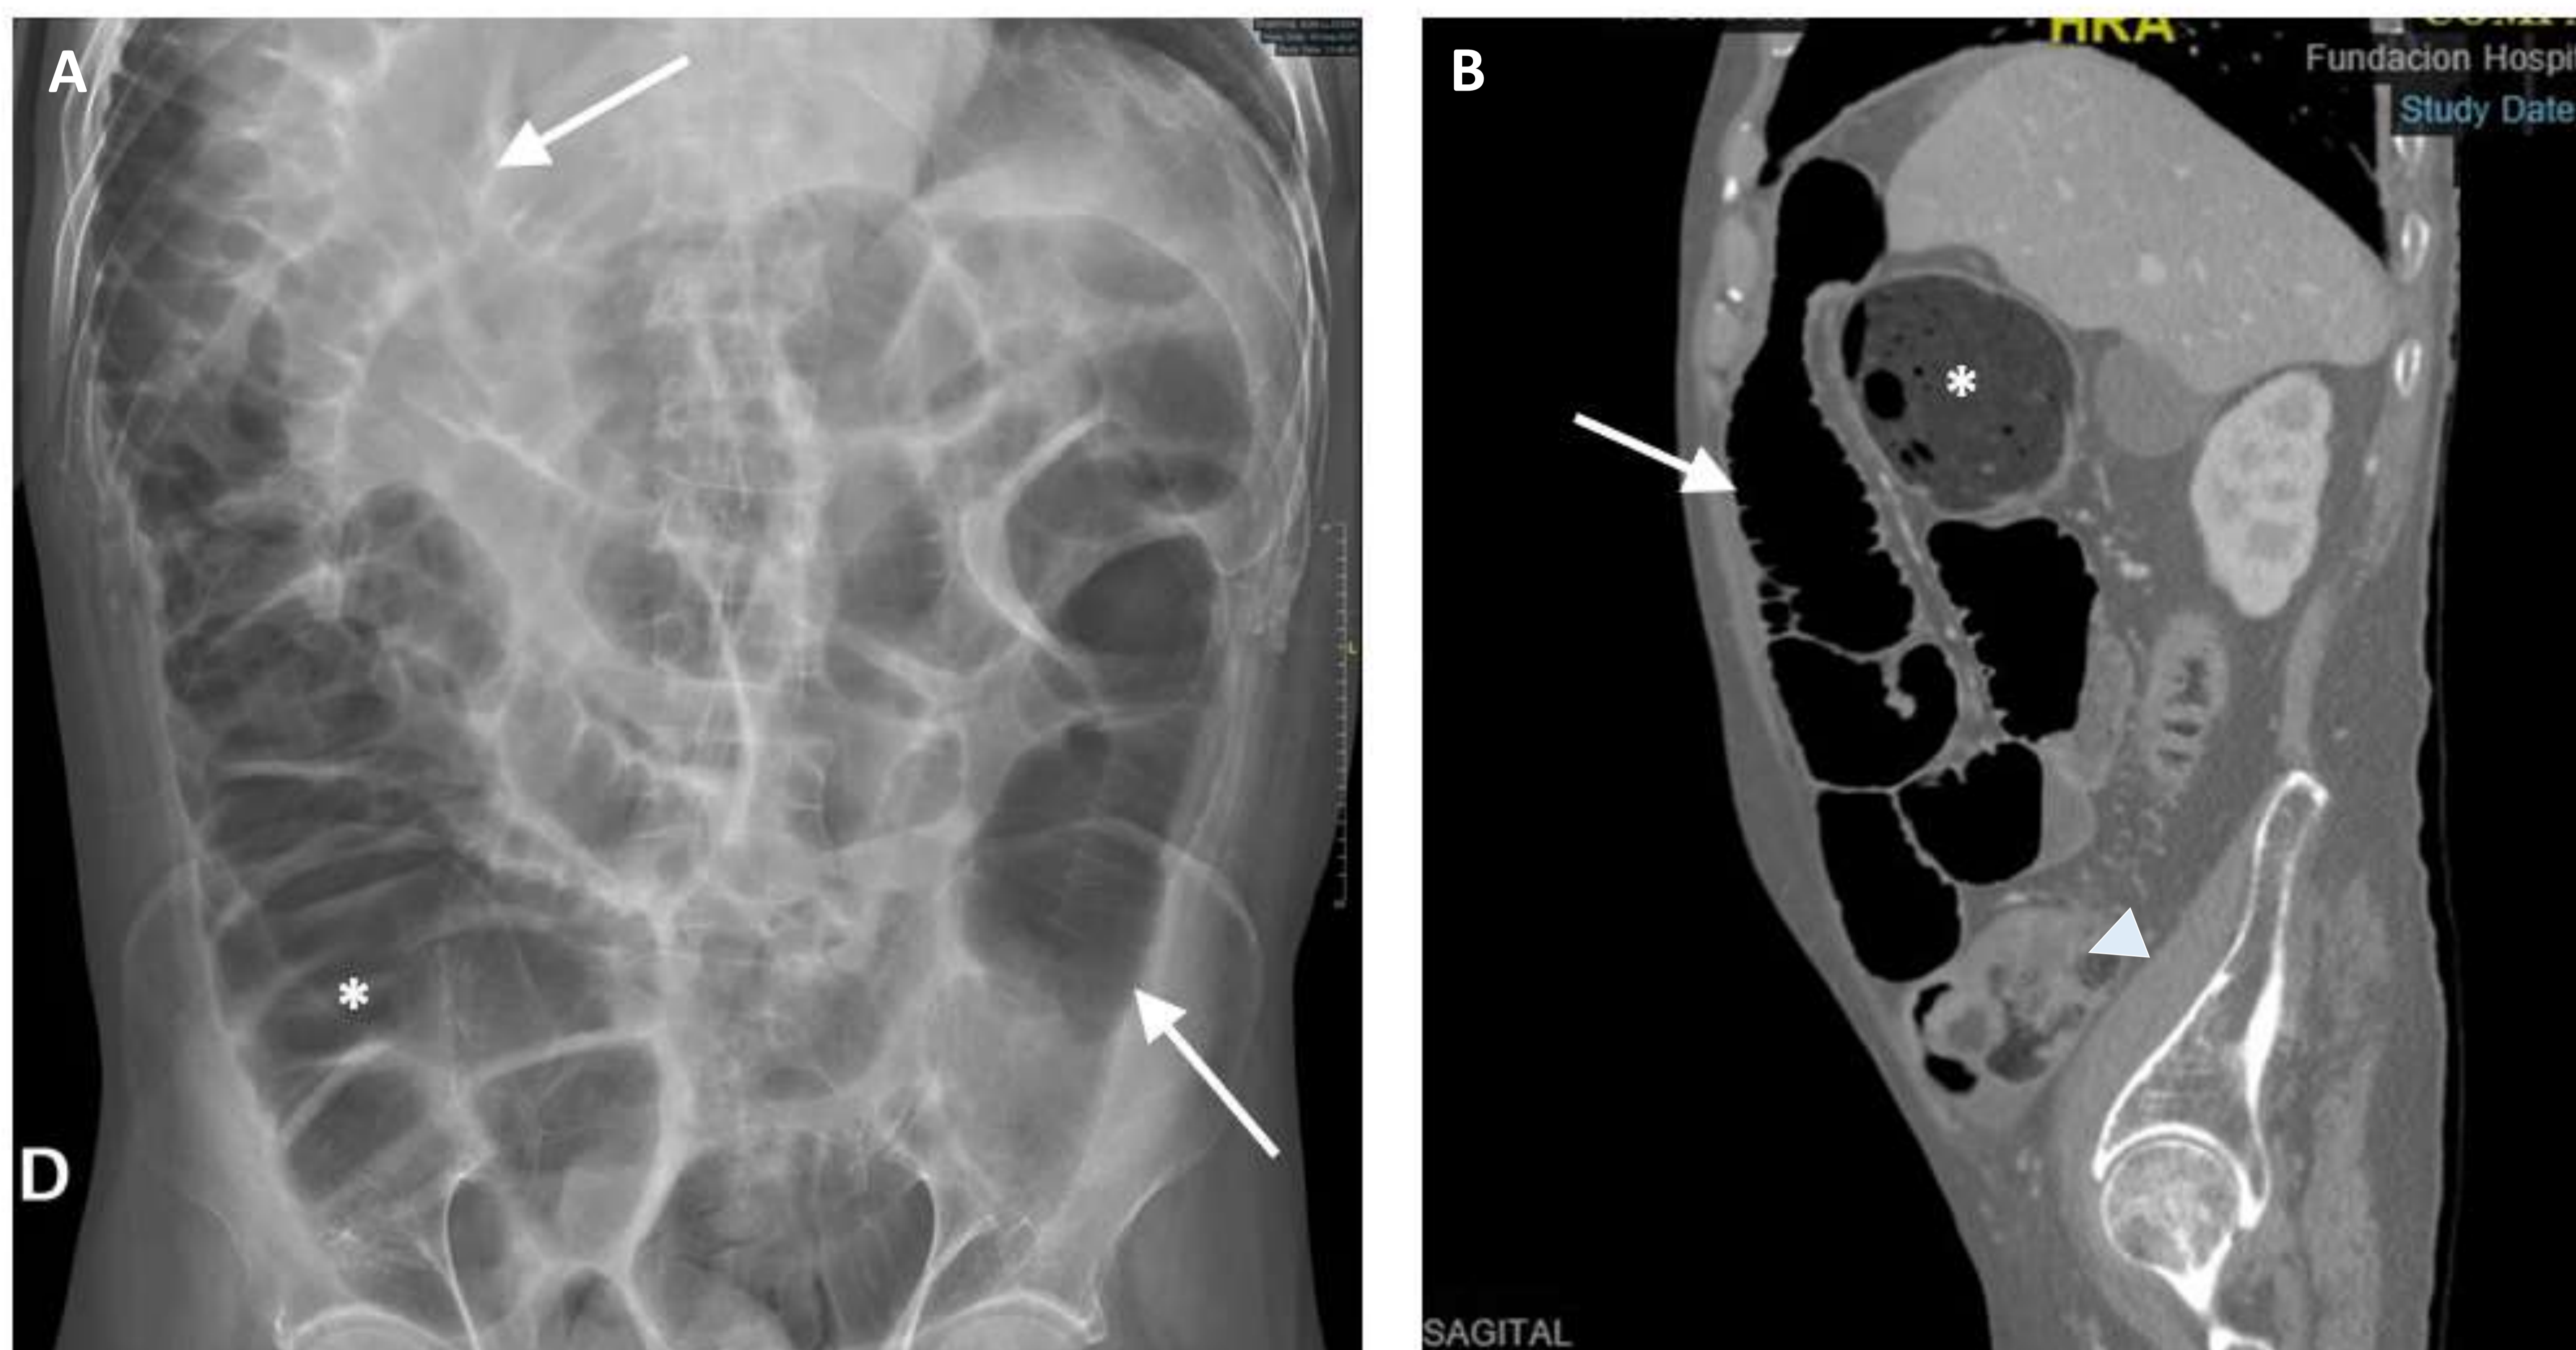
Obstrucción de intestino grueso con válvula ileocecal incompetente. RX de abdomen en decúbito supino (A) en paciente que acude a urgencias por dolor abdominal, en la que se observa dilatación generalizada del marco cólico (asterisco) y de asas de delgado (flechas). TC abdominal (B) en el que se observa neoplasia de sigma (punta de flecha) como etiología obstructiva.
